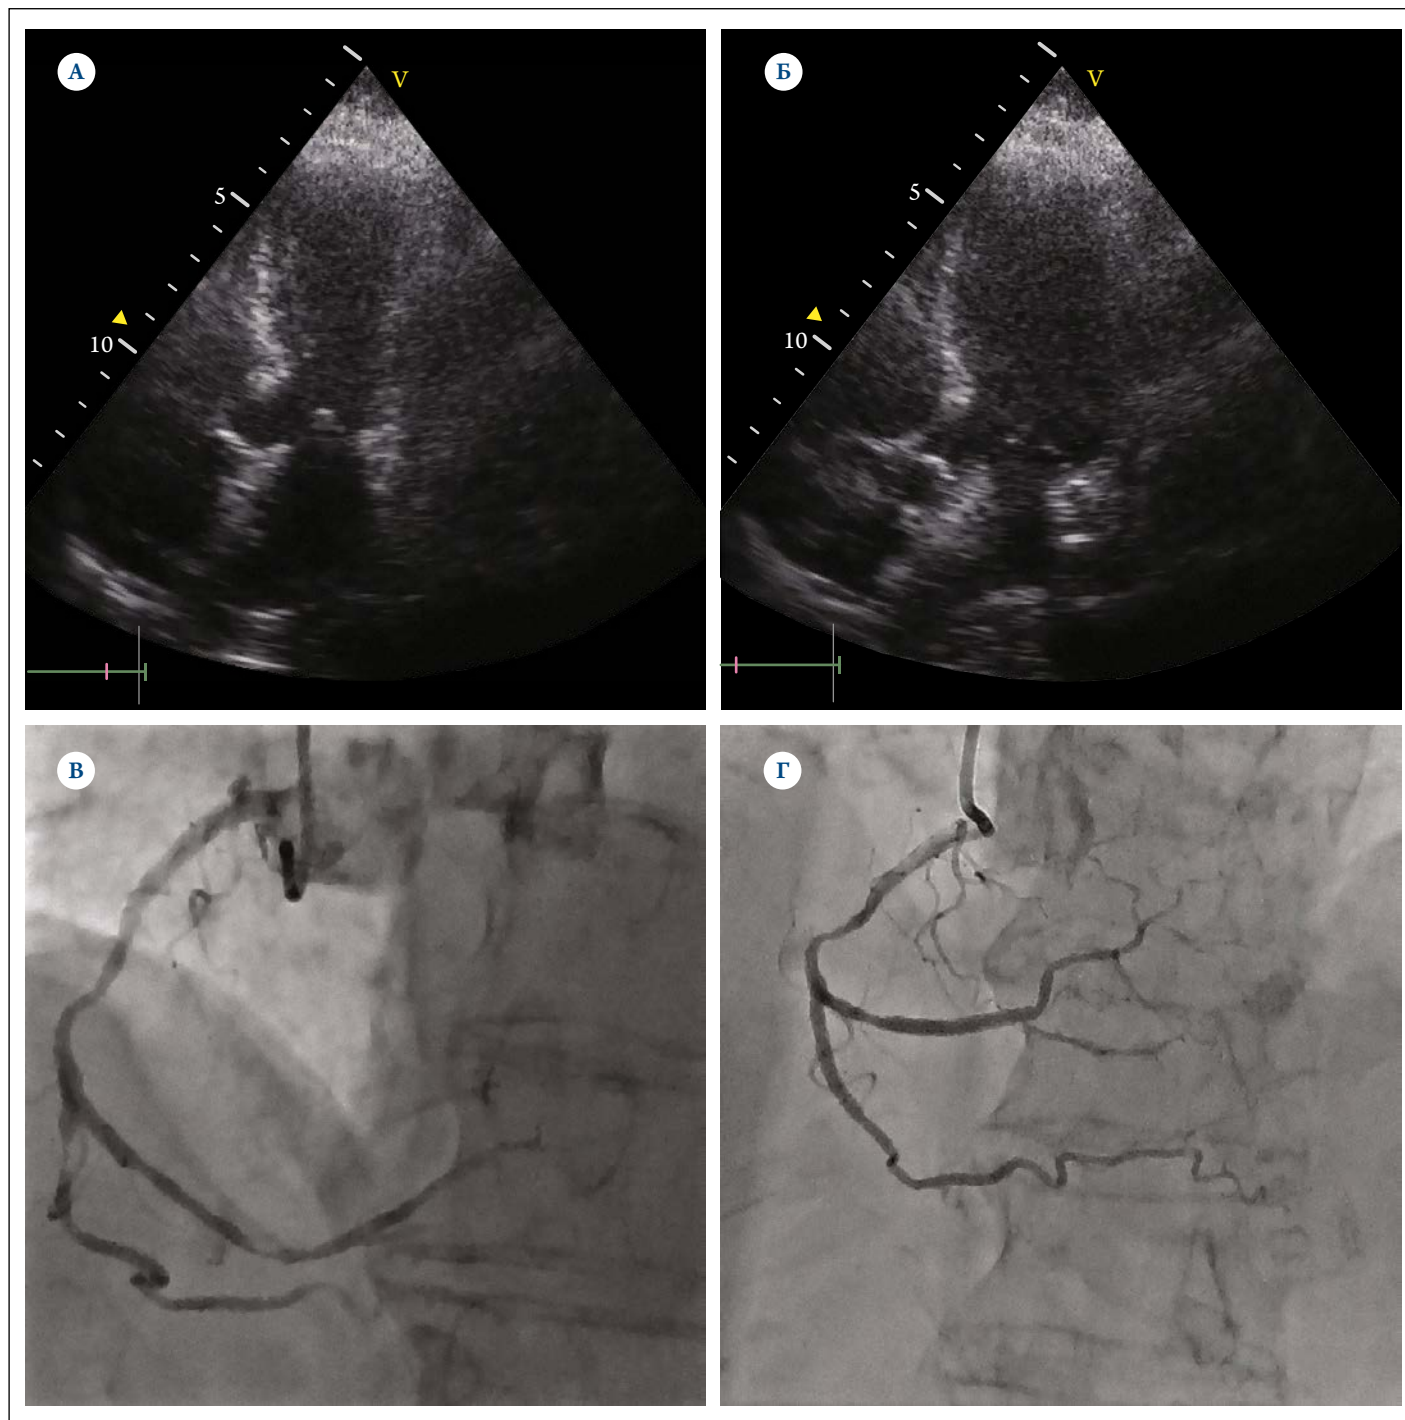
Эхокардиограммы и коронарограммы второй пациентки при поступлении.
